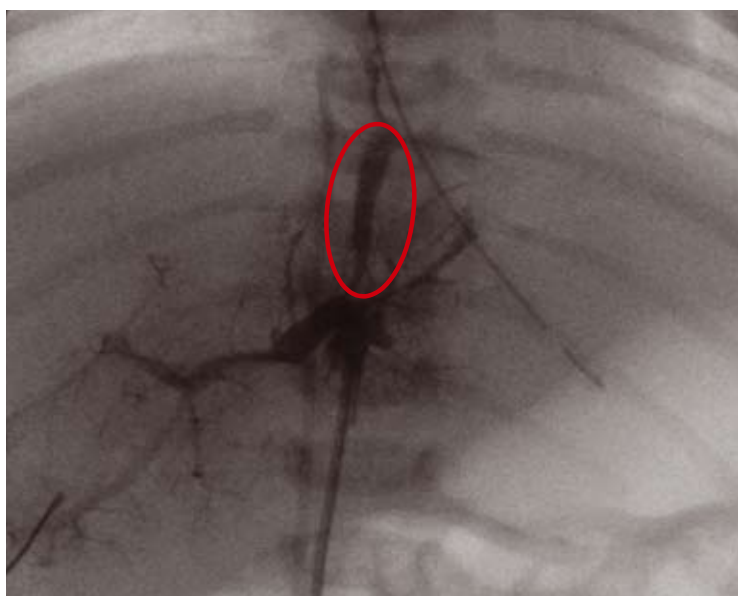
Radiographic imaging of an umbilical vein access in a newborn for liver cell transplantation
